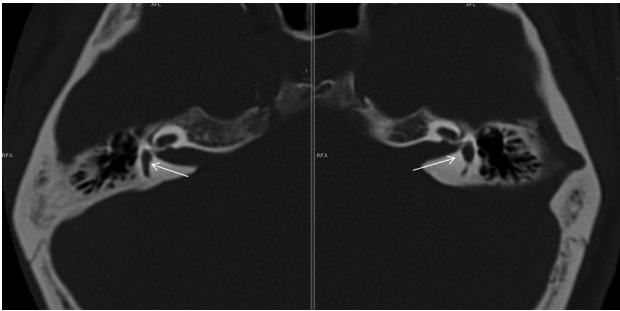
Corte Axial de TC a nivel de oído interno, la flecha blanca señala ambos vestíbulos dilatados.
